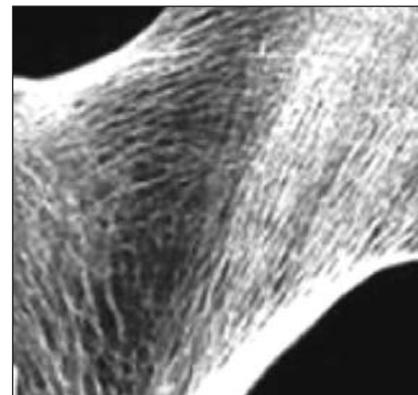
Фрагмент рентгенограммы проксимальных отделов бедренной кости. Особенности костной архитектуры
